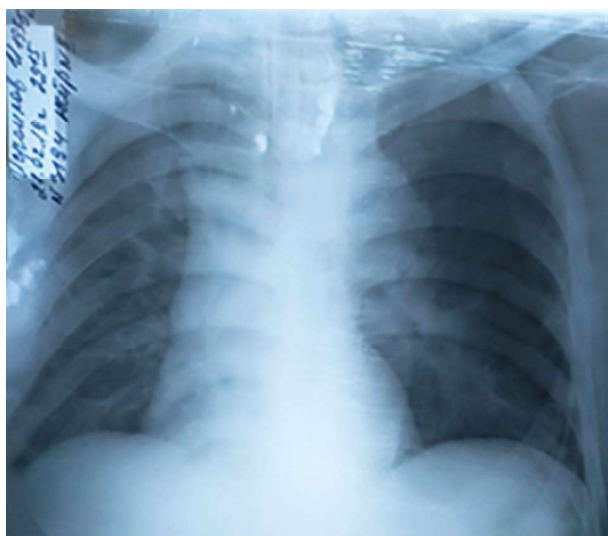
Данные рентгенографии грудной клетки при поступлении. На рентгенограмме органов грудной клетки лежа: легкие расправлены, эмфизематозные. Корни расширены, уплотнены. Легочной рисунок деформирован по всем легочным полям, умеренно усилен. Синусы свободные. Куполы диафрагмы четкие, расположены обычно. Cor – срединно расположено, границы расширены
